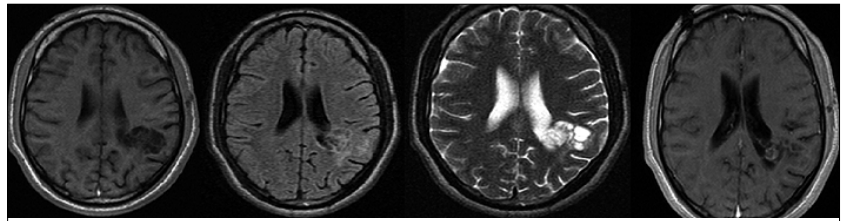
Imagen 4 meses después de la cirugía, cortes T1, T2 y FLAIR con remanente tumoral quístico, sin efecto de masa, alrededor de ventrículo lateral izquierdo.
